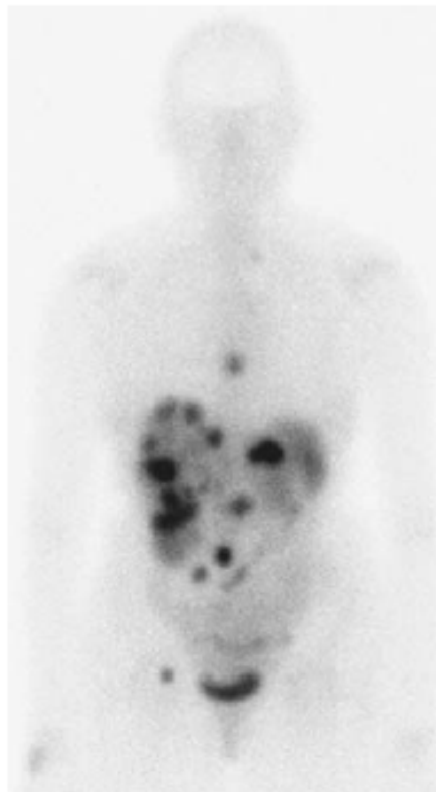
Scintigraphie des récepteurs de la somatostatine (face antérieure) mettant en évidence une fixation abdominale qui se révélera être une tumeur neuroendocrine gastrique type III à la chirurgie. De plus, la scintigraphie met en évidence une extension abdominale, hépatique, médiastinale et osseuse (fémur)
